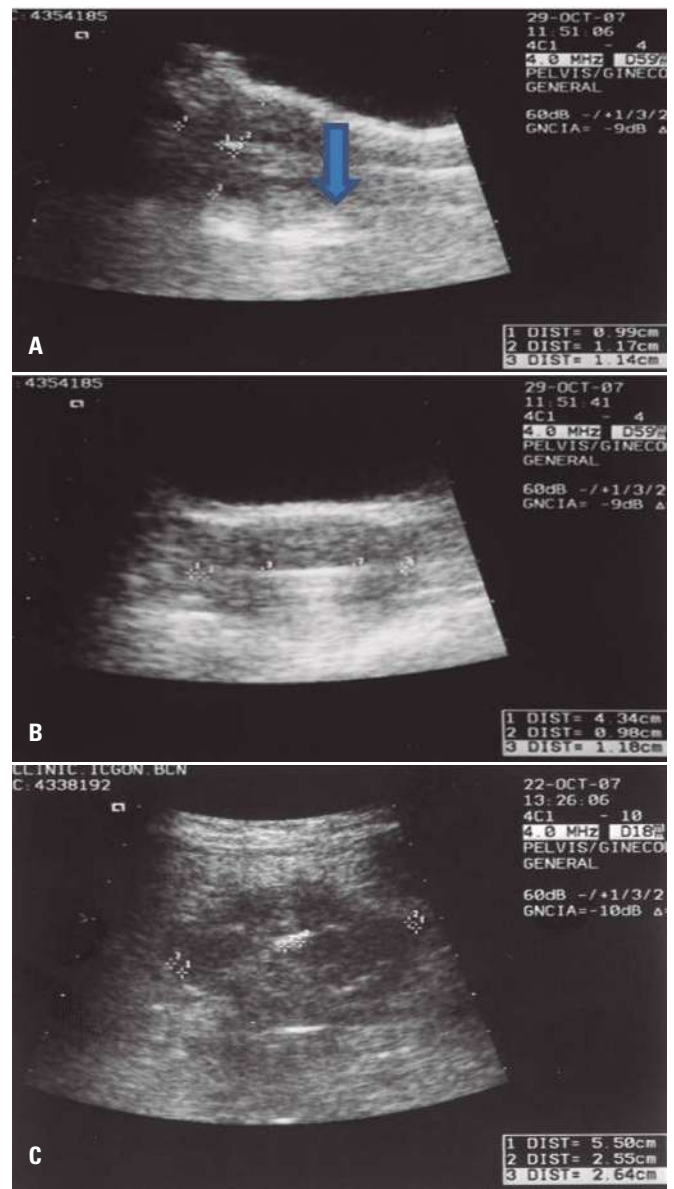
Mediciones por ultrasonografía de la pared del útero a nivel de la zona del tumor. A. Corte sagital. B. Corte axial mostrando la medición de las paredes uterinas. C. Corte axial mostrando la medición del diámetro uterino.
